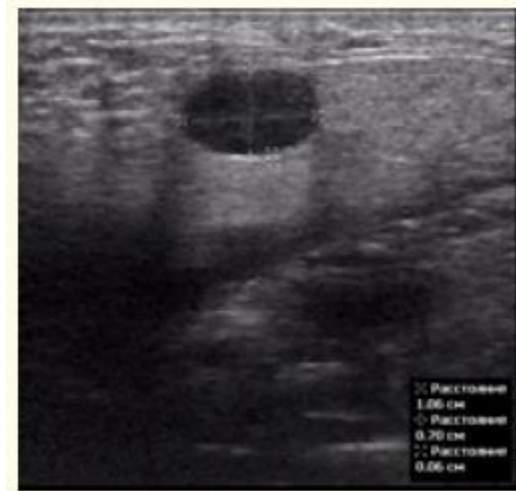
Adénome pléomorphe. L'image échographique montre une masse ovoïde hypoéchogène dans la parotide gauche avec une marge circonscrite, des structures homogènes et un renforcement de l'échogénicité postérieure.
